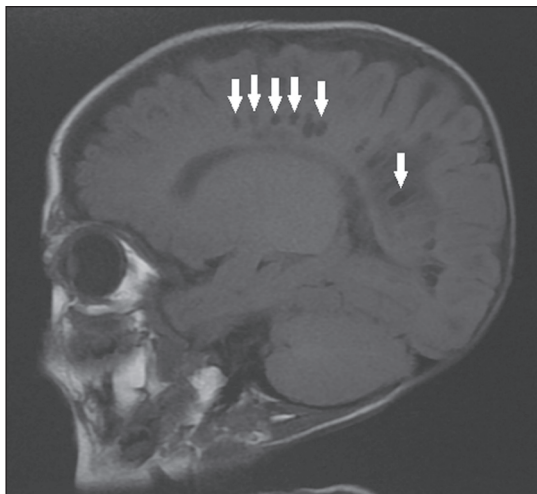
Mucopolissacaridose. RM sagital T1 demonstrando múltiplas imagens císticas com sinal semelhante ao líquido, acometendo a região pericallosal (setas), configurando espaços perivascularres alargados em paciente com mucopolissacaridose.
